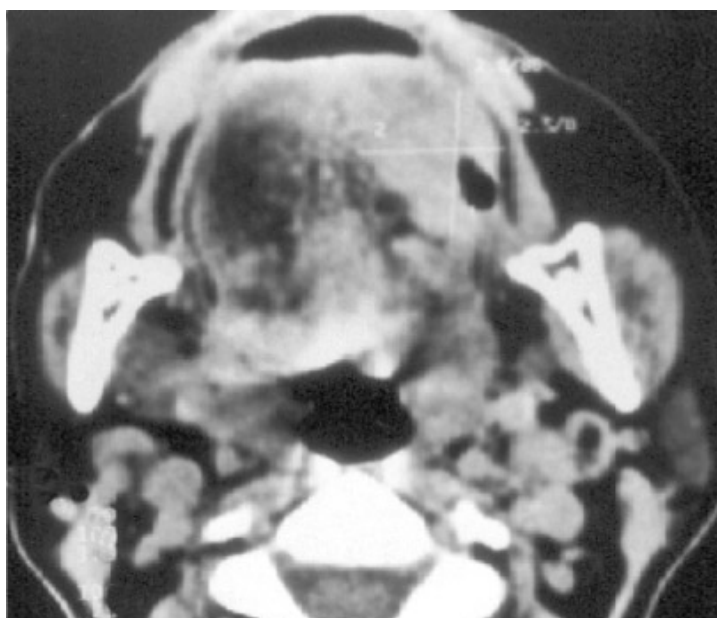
TDM faciale en coupes axiales : tumeur de la portion mobile gauche de la langue sans anomalie locorégionale
